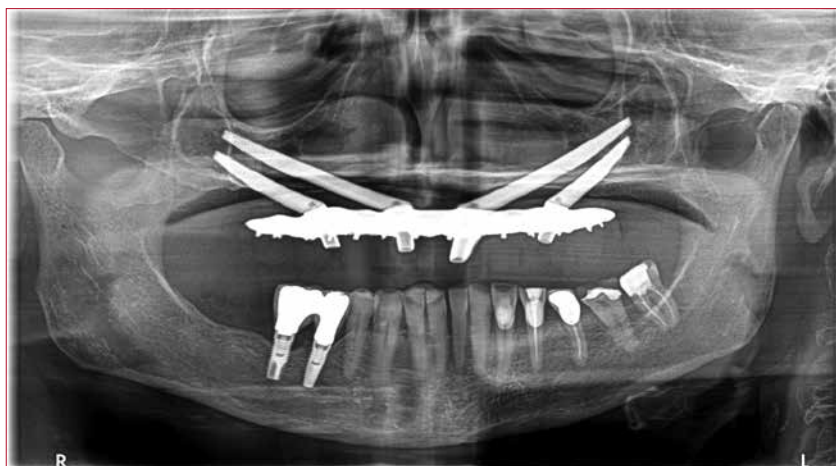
Ortopantomografia di una riabilitazione implantare con tecnica Quad
